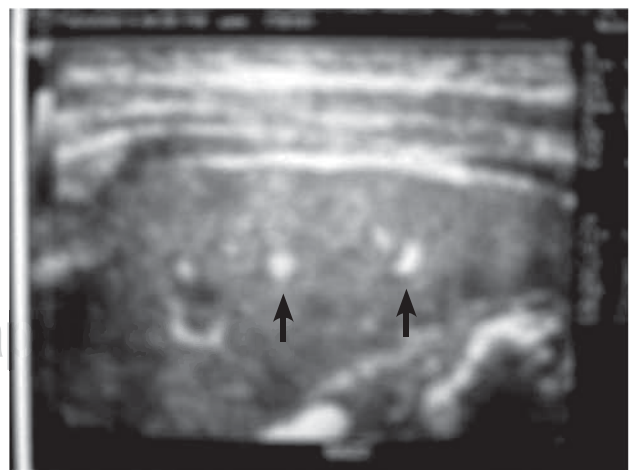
Ultrasonido abdominal con imágenes hipocóicas en bazo (flechas).
